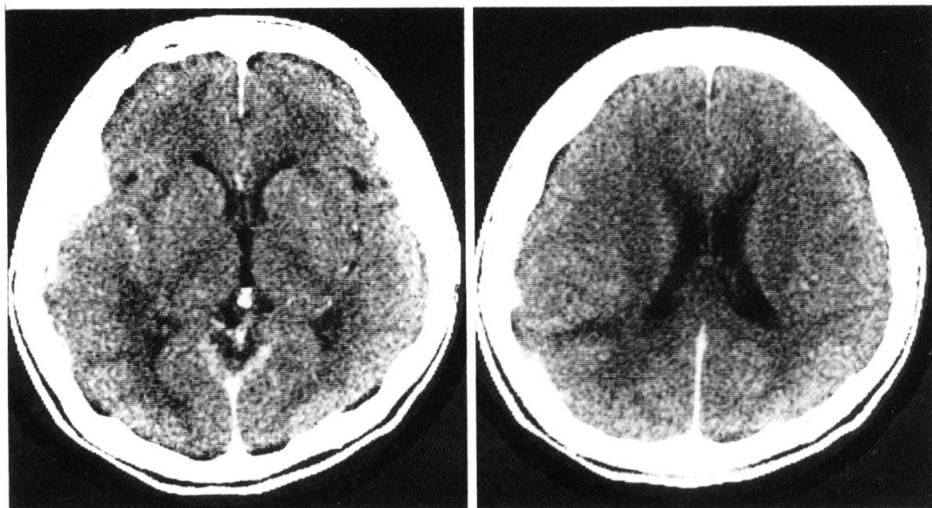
Contrast enhanced CT of the 49th day showing remarkable regression of the subdural empyema.
